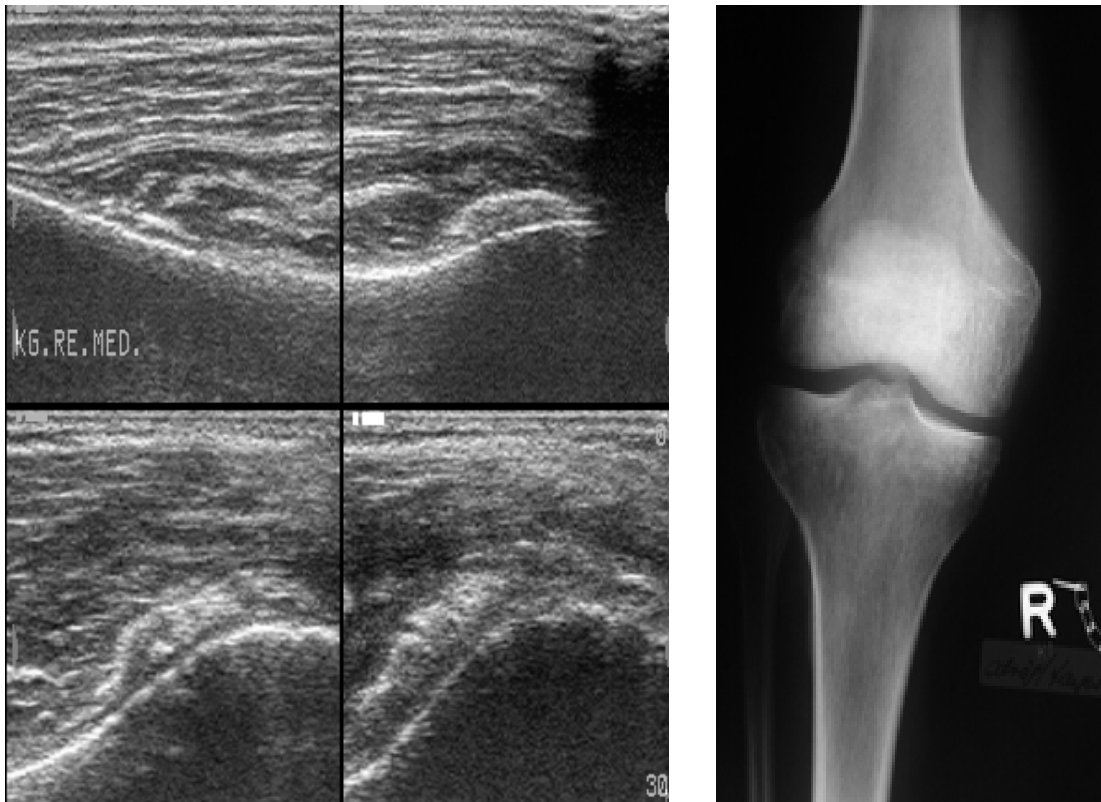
(links): Transversales Sonogramm (oben) und Ausschnittvergrößerungen (unten) des parossalen Muskelabschnitts des M. vastus medialis rechts des 35jährigen Patienten am 61. Tag nach Subarachnoidalblutung, Nachweis echoreicher Areale sowie eines echofreien Periostsaumes
